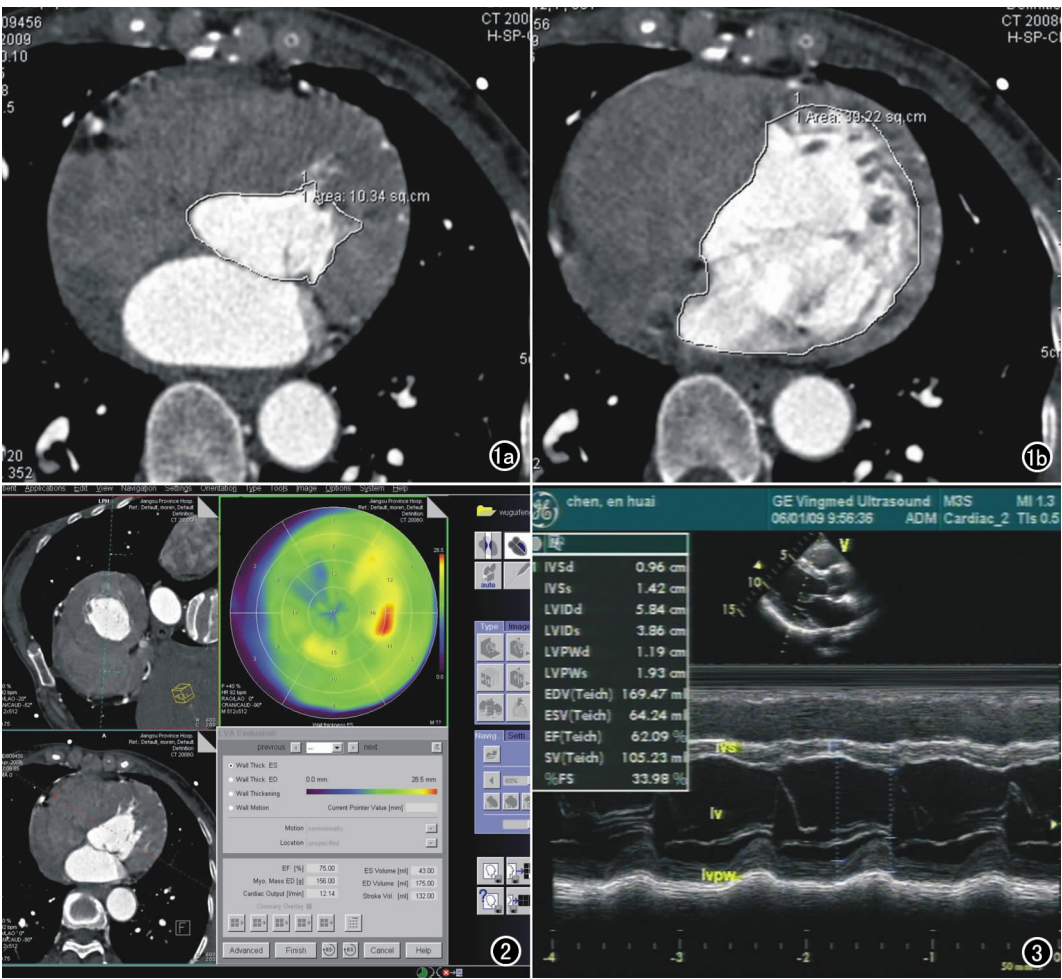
计算左心室面积大小。a) 收缩末期时相; b) 舒张末期时相。 图 2 收缩末期及舒张末期时相图像重建后调入心功能分析软件中,软件自动计算出左心功能各参数值。 图 3 M 型超声测得左心室舒张末期及收缩末期内径后,计算机自动计算出左心功能相应参数值。
